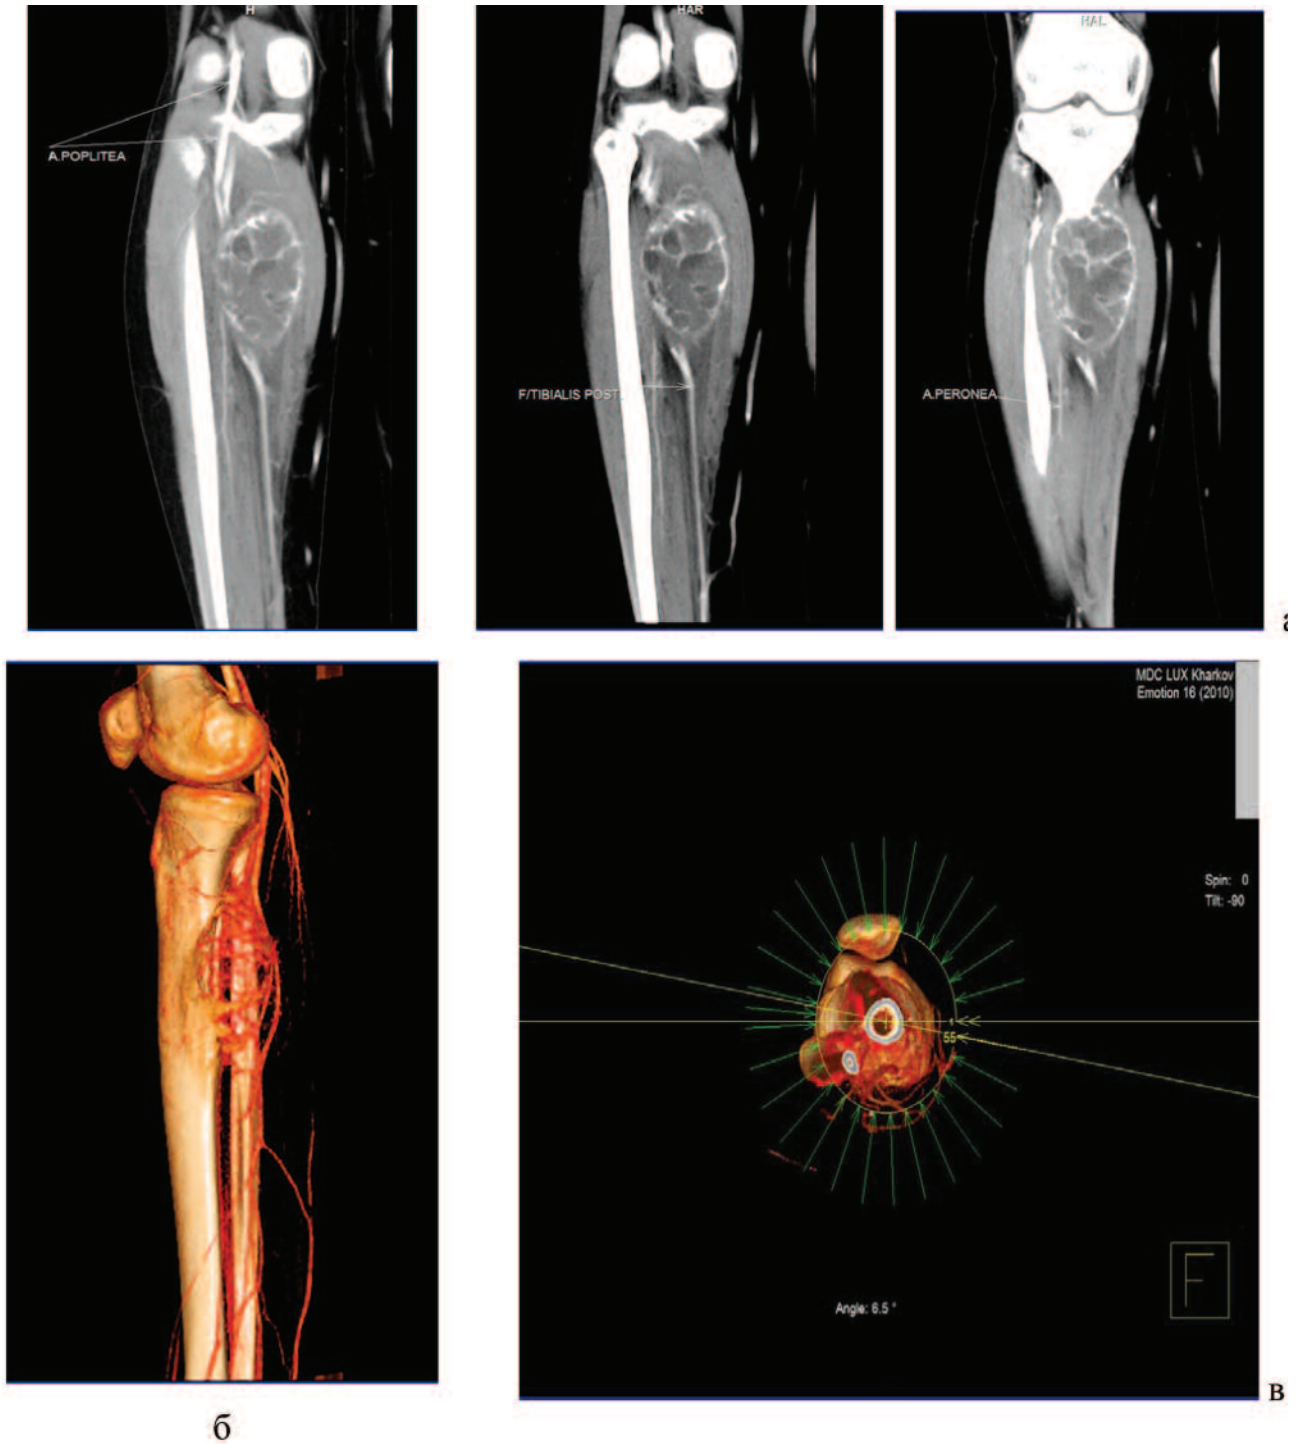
На компьютерных томограммах – фронтальных сканах (а), сагитальной (б) и аксиальной (в) 3D-реконструкциях визуализируется опухолевидное образование большеберцовой кости, отмечается обильная его гиперваскуляризация из вновь образованных сосудов, отходящих от магистральных артерий нижней конечности
